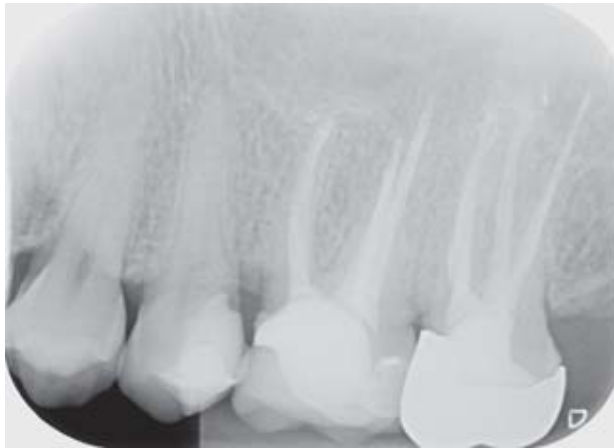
Kontrollröntgenbild im Rahmen des Endo-Recalls 26/27 mit deutlich insuffizienter Kompositrestauration an Zahn 25. Schon präoperativ ist ein deutlich subgingival lokalisierter Restaurationsrand distal erkennbar.
